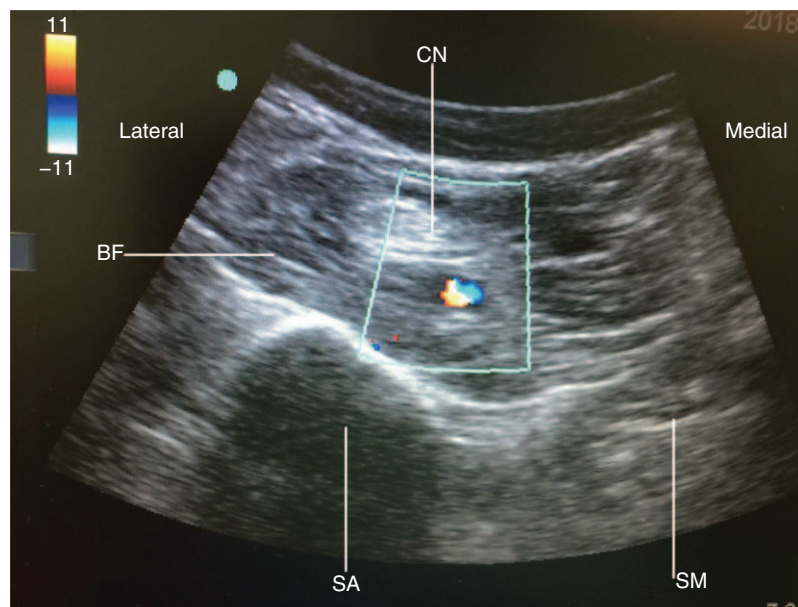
Ultrasonografía de bloqueo IPACK. Imagen de ultrasonido de la inserción de la aguja en el plano entre la arteria poplítea y el fémur. BF=bíceps femoral, CN=componente neurovascular, SA=sombra acústica de la línea intercondílea del fémur, SM=semimembranoso. Fuente: Autores.
